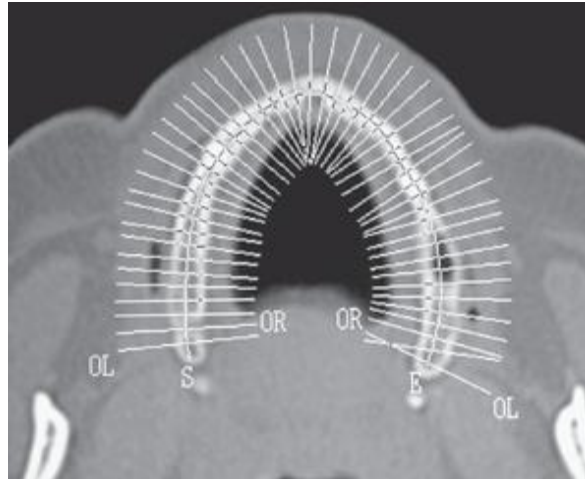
Corte no plano oclusal: TC convencional
